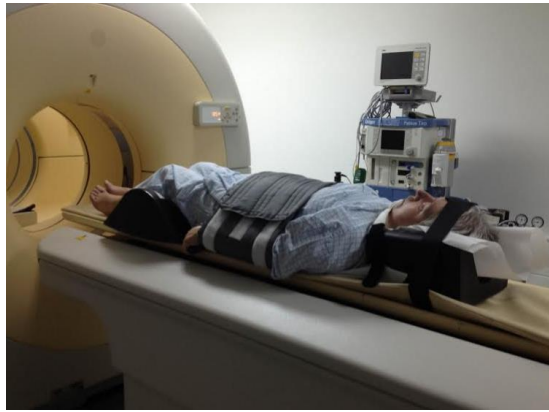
Posicionamento do doente na cama do PET/CT.
